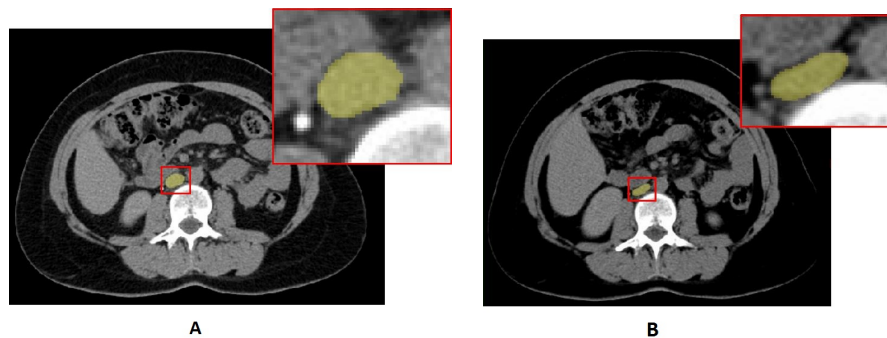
Tomografías axiales del abdomen: a) Estado Neutra, b) Estado de Valsalva.
